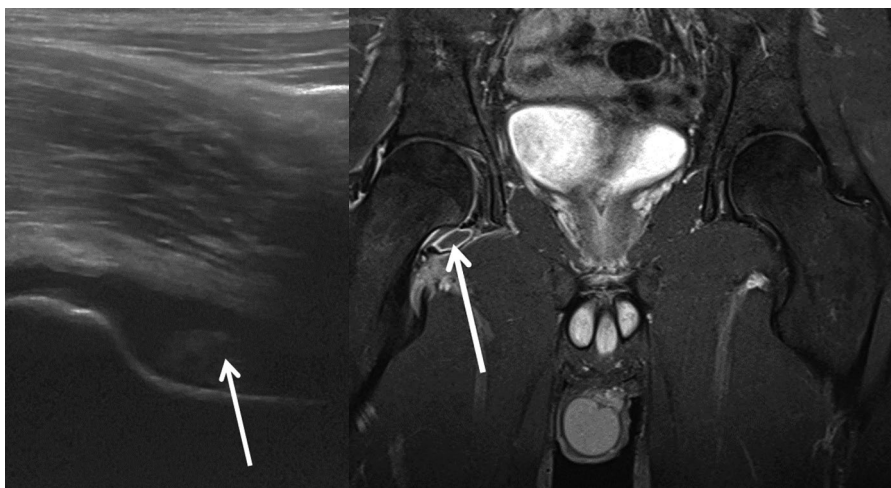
Arthrite septique: Garçon de 10 ans avec fièvre, boiterie et douleur de la hanche droite. La radiographie simple n'a rien montré. L'échographie démontre un épanchement artériel avec épaississement synovial. L'IRM, en l'occurrence en coupes coronales pondérées après injection iv. de contraste (gadolinium), démontre clairement un épaississement avec prise de contraste de la synoviale de la hanche droite et un épanchement évident.
